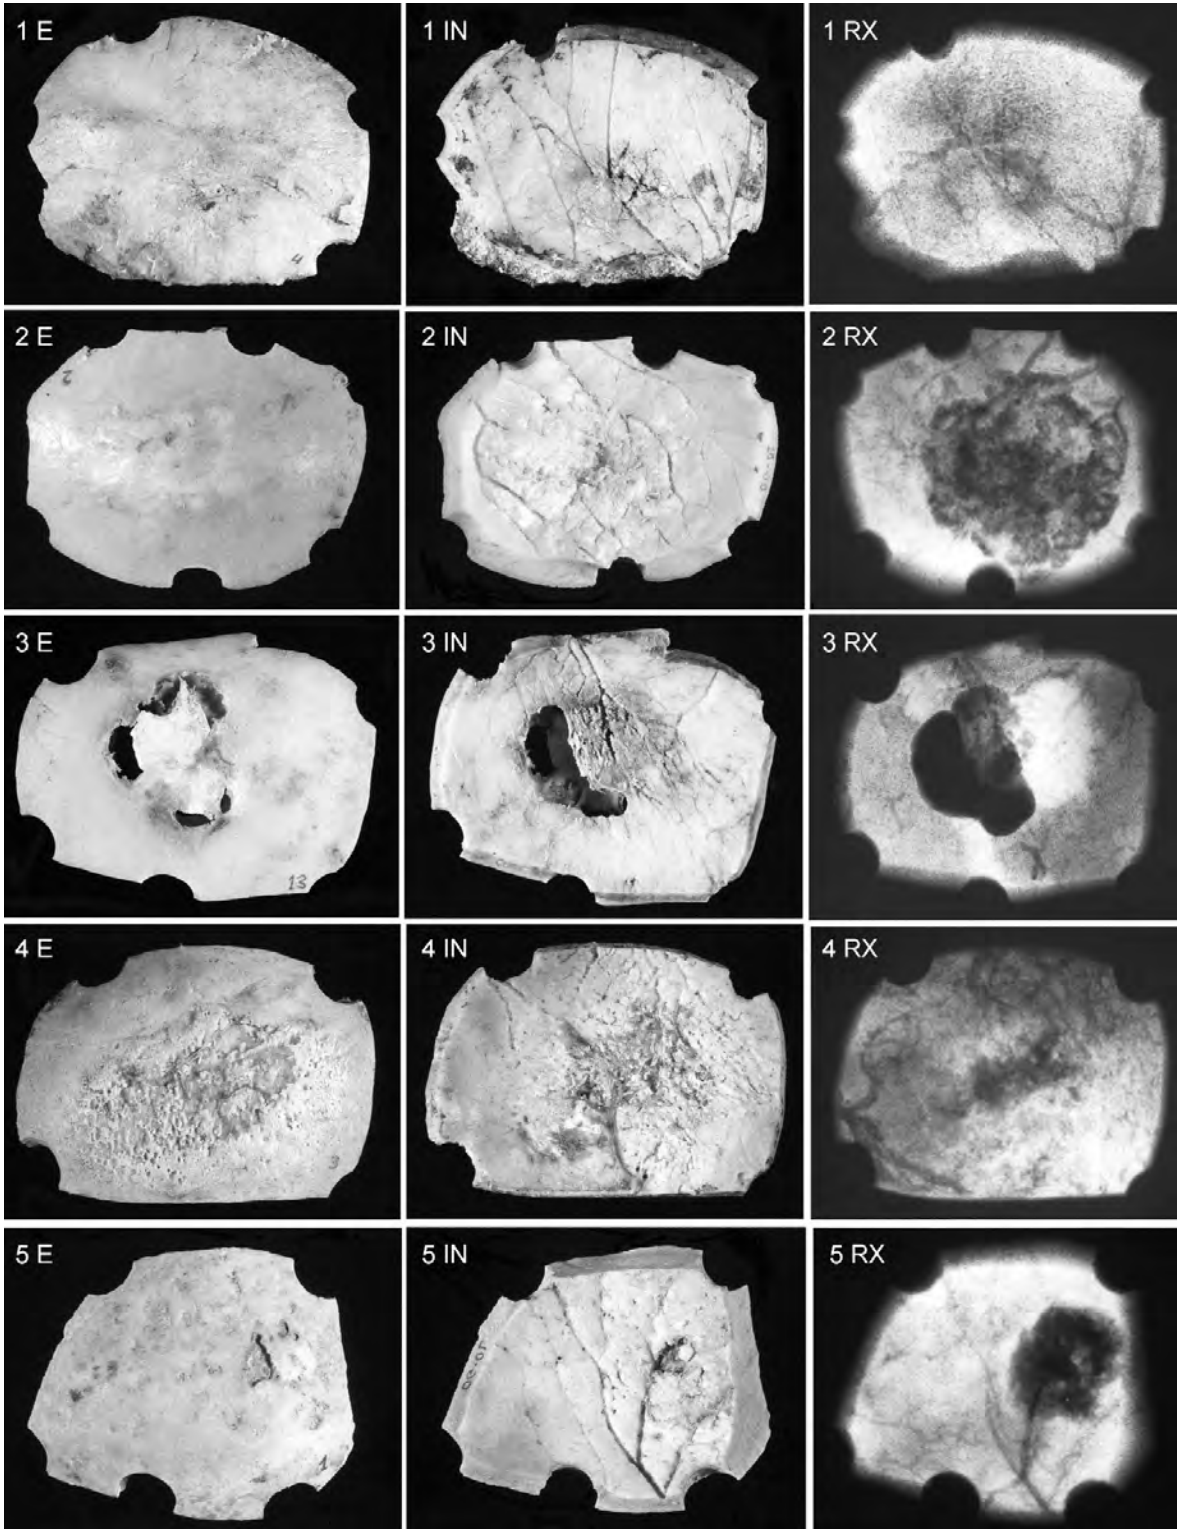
Mostra de meningiomes actuals. E, cara externa; IN, cara interna; RX, radiografia.
